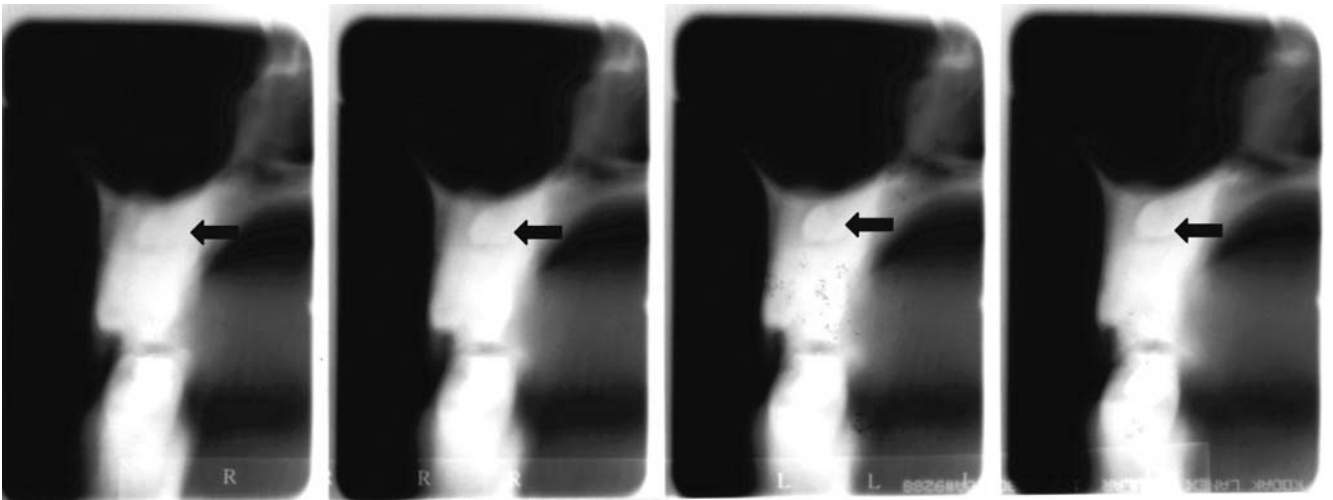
Conventional tomographs showing location of supernumerary tooth at palatal side (arrows).
